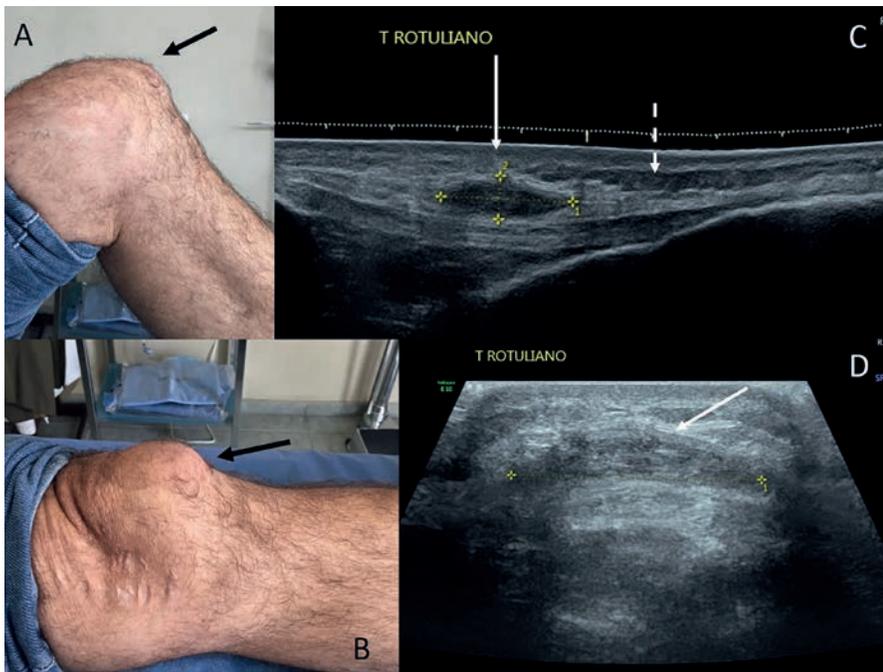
Figura 1. Fotografías clínicas de rodilla izquierda, mostrando aumento de volumen a nivel prepatelar (A y B); imágenes de ultrasonido diagnóstico de rodilla.
